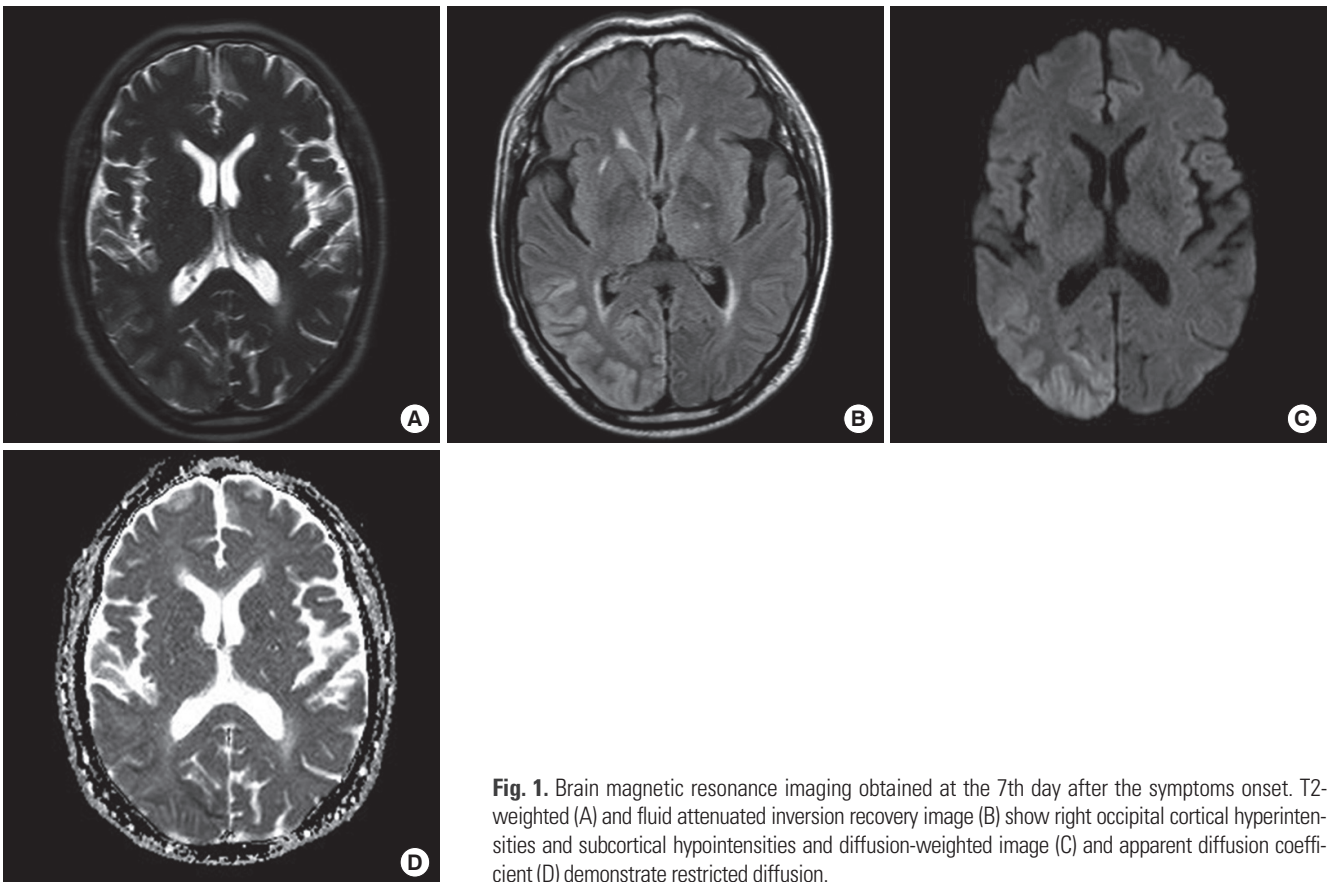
Brain magnetic resonance imaging obtained at the 7th day after the symptoms onset. T2-weighted (A) and fluid attenuated inversion recovery image (B) show right occipital cortical hyperintensities and subcortical hypointensities and diffusion-weighted image (C) and apparent diffusion coefficient (D) demonstrate restricted diffusion.
